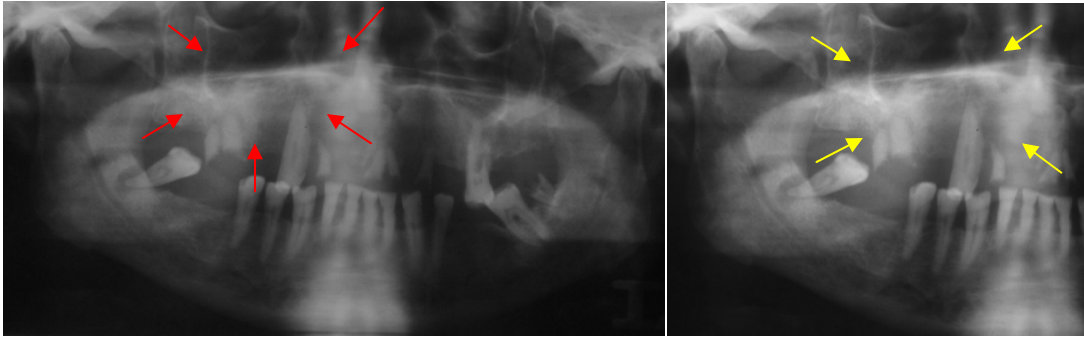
Ortopantomografía donde se observa una zona con patrón mixto y restos radiculares involucrados, en la región maxilar derecha. También se aprecia una lesión periapical en el órgano dentario 48, reabsorción ósea, espacios edéntulos y restos radiculares en la mandíbula. (fuente directa)
